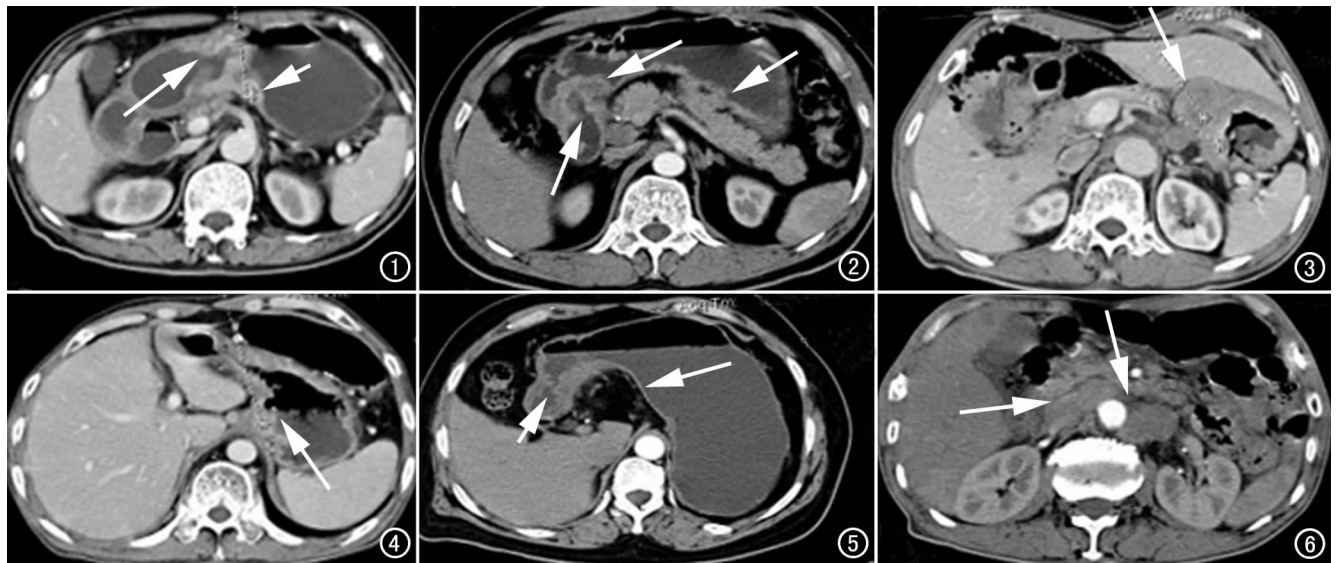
胃壁大小弯侧呈局限性结节状、菜花状块影及多发卵圆形和轻度分叶状凸向胃腔(长箭),平扫 CT 值 $32 \sim 59\text{ HU}$,增强后为 $77.0 \sim 98.4\text{ HU}$ 不等。增厚胃壁略显不均匀轻度强化(短箭)。图 2 胃窦部大小弯侧呈僵硬伴不规则增厚并向腔内局限性隆起之软组织肿块,内可见不规则之低密度区,为肿瘤坏死液化壁龛形成,胃窦腔变窄(箭),胃壁周围间隙存在。图 3 胃轮廓缩小,胃壁呈广泛性增厚,最厚处约达 3.2 cm ,CT 值 $35 \sim 38\text{ HU}$,增强后达 $67 \sim 80\text{ HU}$,胃小弯外侧缘有直径约 2.5 cm 大小之结节状影,CT 值 41 HU ,增强后达 81 HU ,中央呈相对不均匀低密度(箭)。图 4 贲门胃底不规则软组织肿块,向腔内突出,贲门狭窄,贲门小弯侧淋巴结肿大,与贲门肿块融合成团(箭)。图 5 应用无色无味水作为对比剂,能够清晰地衬托出胃壁的结构,对胃壁的细节和密度的显示都非常清晰(长箭),胃窦部软组织向腔内不规则隆起(短箭)。图 6 腹膜后腹主动脉旁淋巴结呈结节状融合成块,境界不清(箭)。
